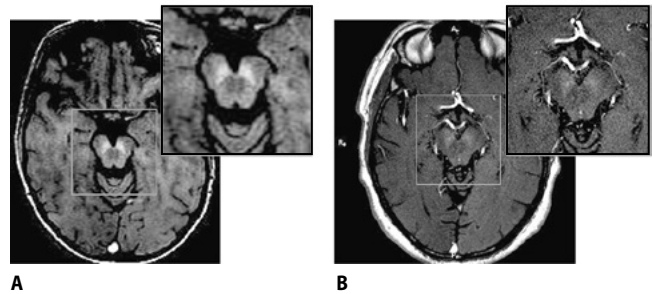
МРТ-визуализация ЧС в режиме SWI у различных пациентов с БП.
